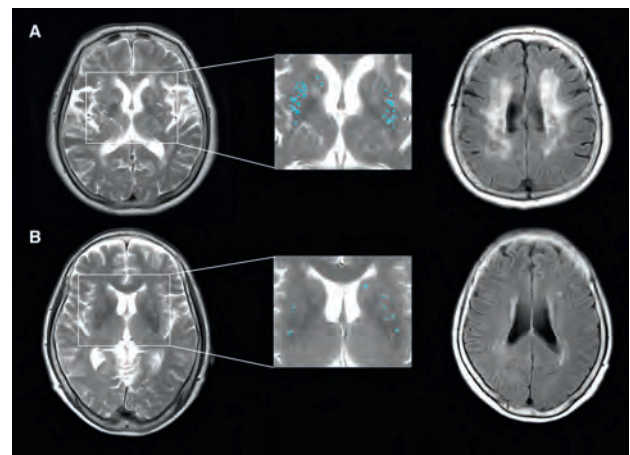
PD-MCI から PDD へ進展した症例および進展しなかった症例における、大脳基底核の PVS の代表的な T2 強調横断像および白質高信号所見。大脳基底核の PVS は拡大像において青色で示す。A : PD-MCI と診断された 65 歳女性。38 カ月時点で PDD に進展した。T2 強調横断像では、大脳基底核に高度の PVS が認められる。Fluid attenuated inversion recovery (FLAIR) 画像では、高度の白質高信号病変が認められた。B : PD-MCI と診断された 67 歳女性。88 カ月時点の追跡調査で進展は認められなかった。T2 強調横断像では、大脳基底核に軽度の PVS が認められる。FLAIR 画像では、軽度の白質高信号病変が認められた。
